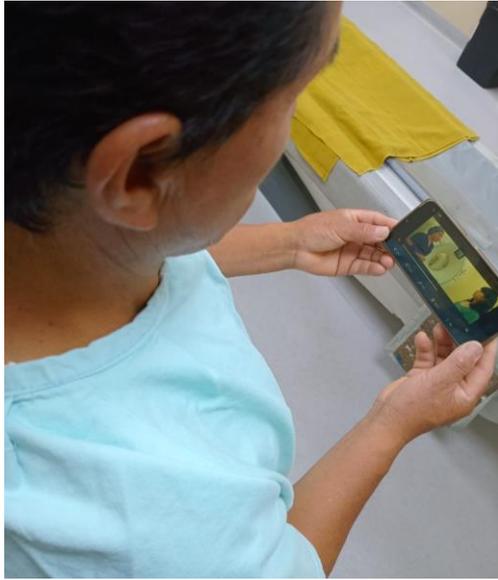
Paciente observando el video en la sala de tomografía.
